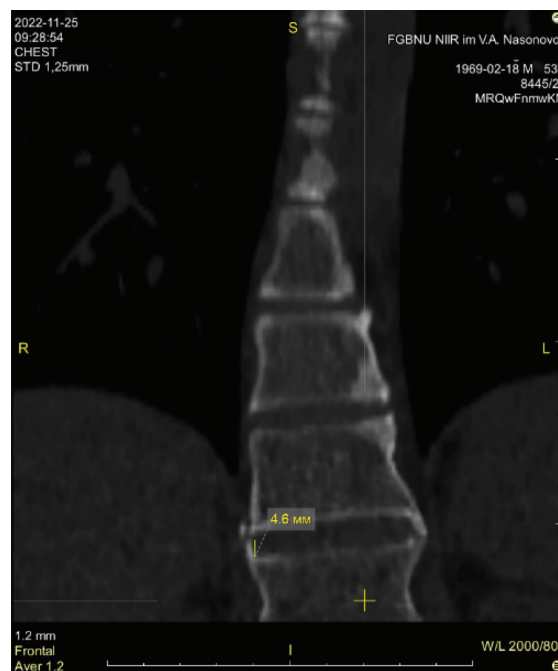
Мультиспиральная компьютерная томограмма пациента М.З.З.: представлено уменьшение длины с 5,3 до 4,6 мм за 26 мес. наблюдения
